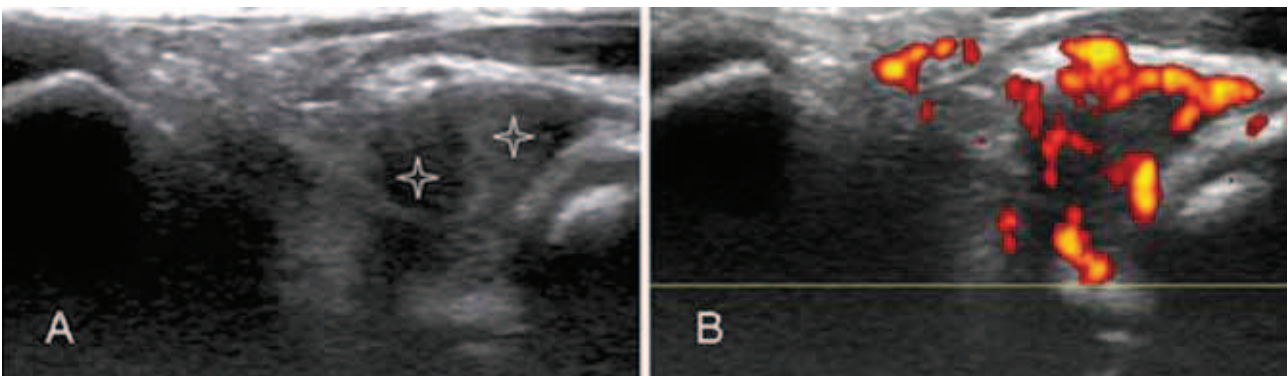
Υποεπιγονατιδική υμενίτιδα. (Α) Απεικονίζεται υπόηχος ιστός στον υποεπιγονατιδικό χώρο, που αντιστοιχεί σε υπερτροφικό υμένα (αστερίσκοι), ο οποίος φαίνεται να γειτνιάζει με το φυσιολογικό υπόηχο χόνδρο της κνήμης (βέλος). Κατά τον έλεγχο με έγχρωμη Doppler υπερηχοτομογραφία επιβεβαιώνεται η διάγνωση της υμενίτιδας του υποεπιγονατιδικού χώρου καθώς αναδεικνύεται αυξημένη αιμάτωση στον προαναφερόμενο υπόηχο ιστό (Β, βέλη). (Γ) Απεικονίζεται η φυσιολογική αιμάτωση του χόνδρου της κνήμης (βέλη), εύρημα που στο μη έμπειρο και εξειδικευμένο απεικονιστή μπορεί να οδηγήσει σε λανθασμένη διάγνωση της υμενίτιδας.
